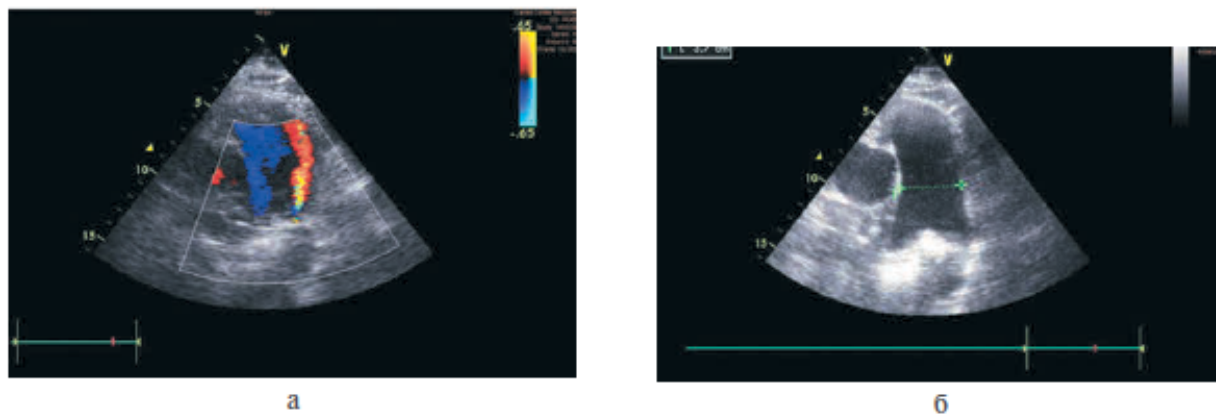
Эхокардиограмма больной А., ОАП.
